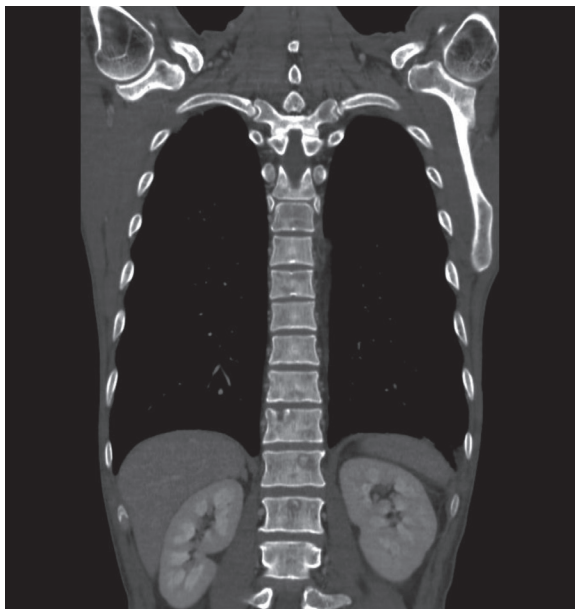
Chest CT scan showed bone metastasis in spine.
